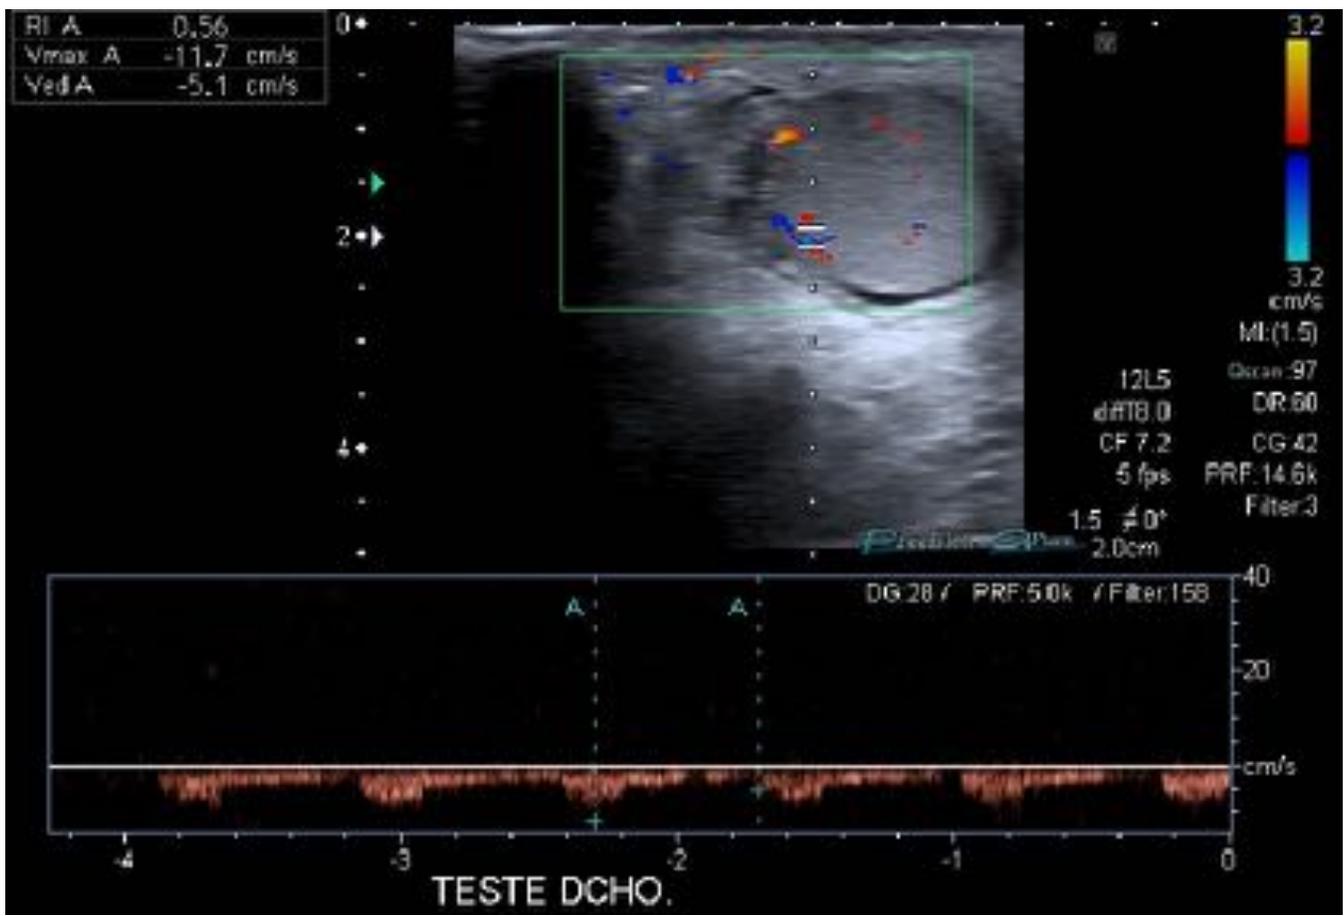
Doppler pulsado. Patrón de flujo testicular de baja resistencia tras estudio Doppler pulsado.
